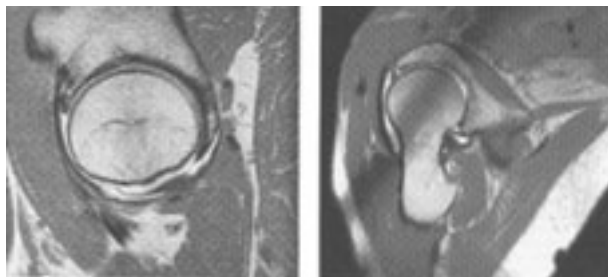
En estas imágenes de RM se puede observar con facilidad lesiones del labrum anterior.
